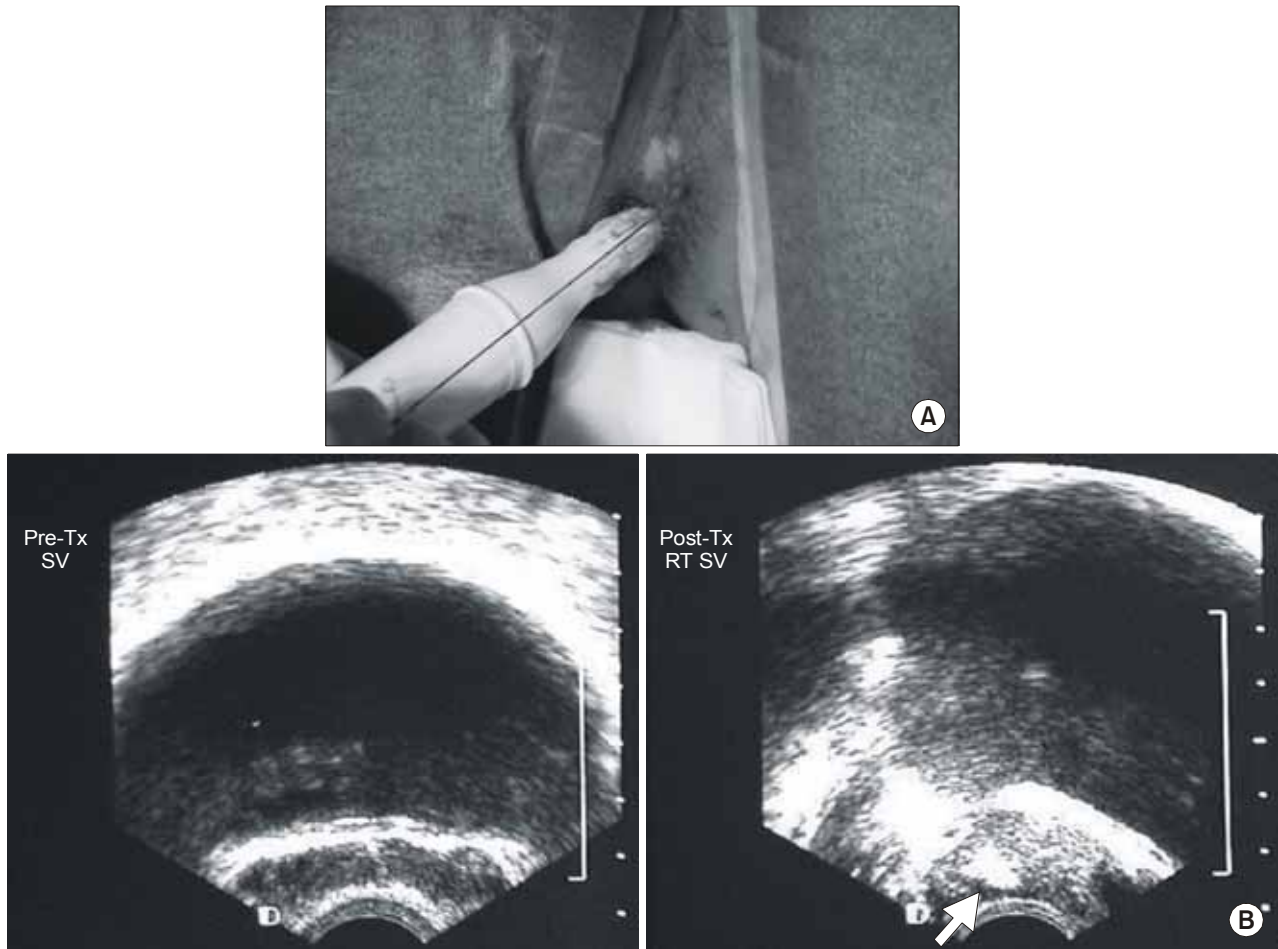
(A) Transperineal injection of antibiotics using a 20gauge Westcott biopsy needle under transrectal ultrasonography guidance. (B) Ultrasonographic images demonstrating seminal vesicles. Injection of antibiotics fluid shows an echogenic area in the right seminal vesicle.
